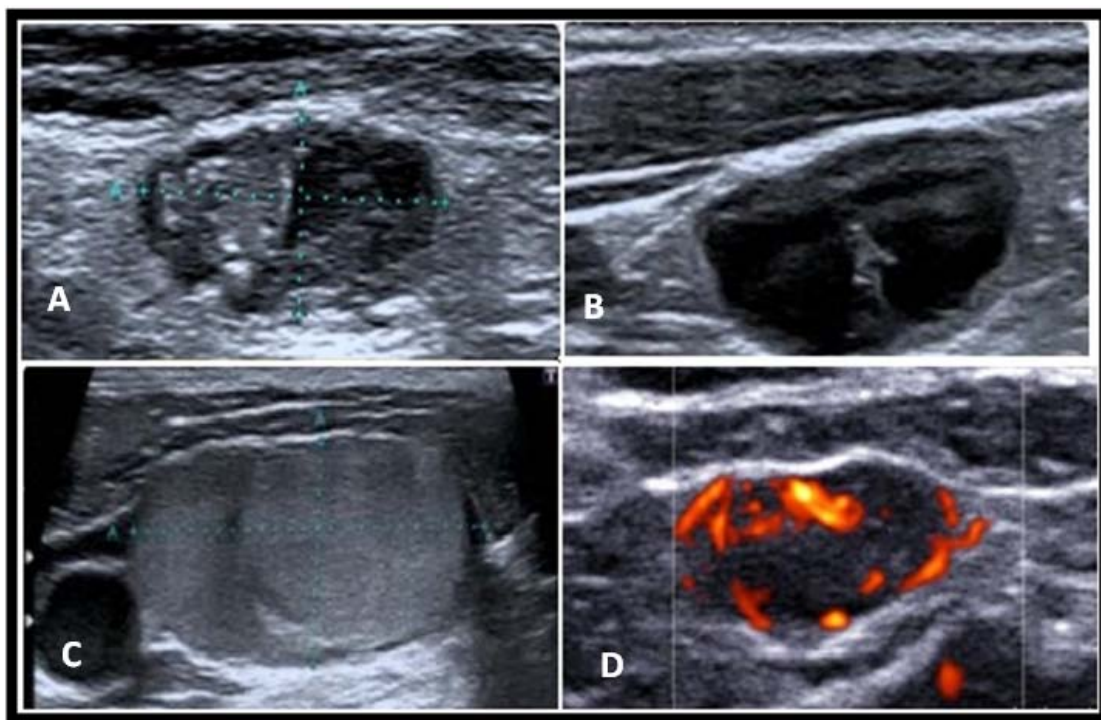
A : Micro calcifications. B : Logettes kystiques. C : Ganglion échogène rappelant le parenchyme thyroïdien. D : Vascularisation anarchique à l'écho doppler.[108]
